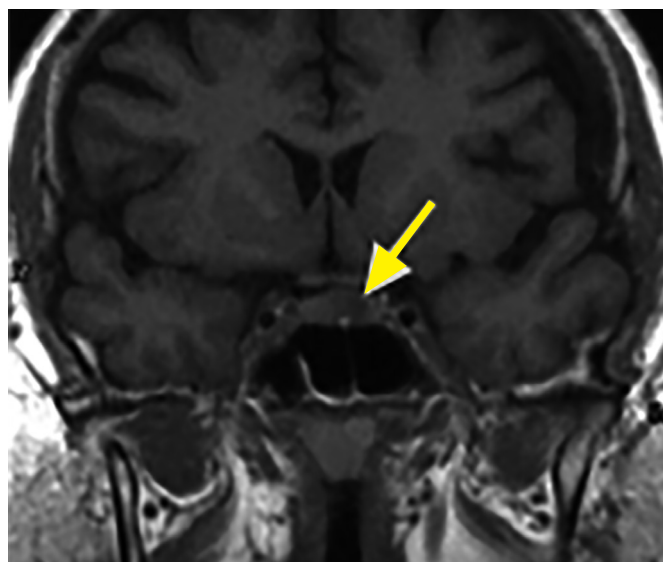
Эндоселлярная кортикотропинома. На фронтальных МР-томограммах в T1-взвешенном режиме выявляется гипоинтенсивная опухоль (стрелка).
